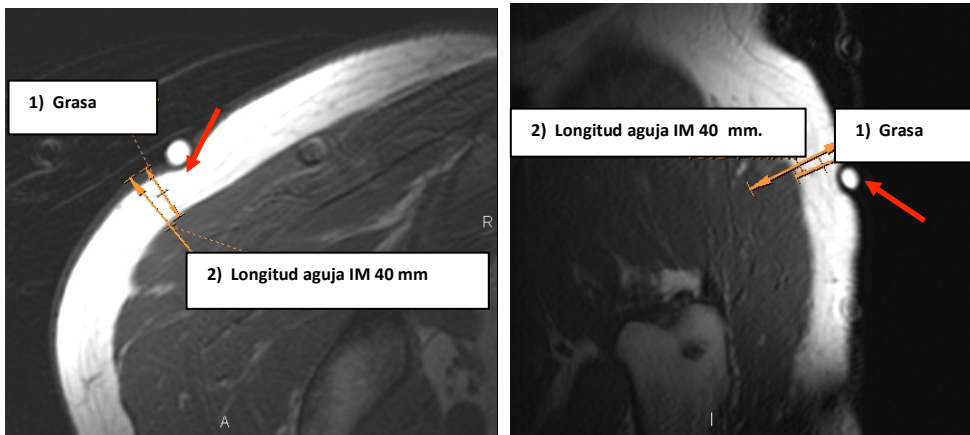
Axial T1 glúteo derecho (Archivo RM H Liencres)
